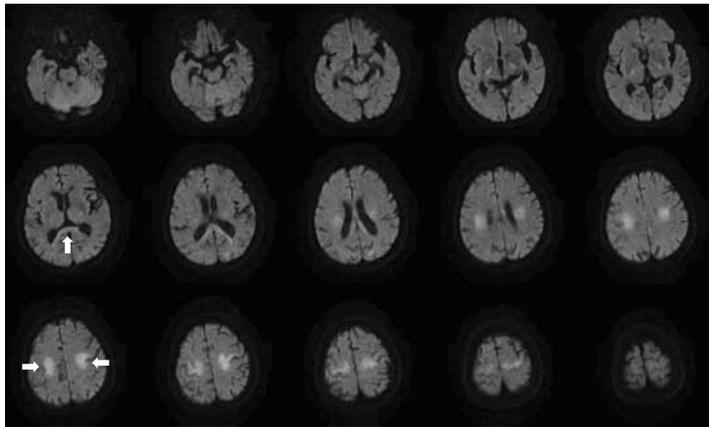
A 症例2の入院時の頭部MRI-DWI(1.5T).
